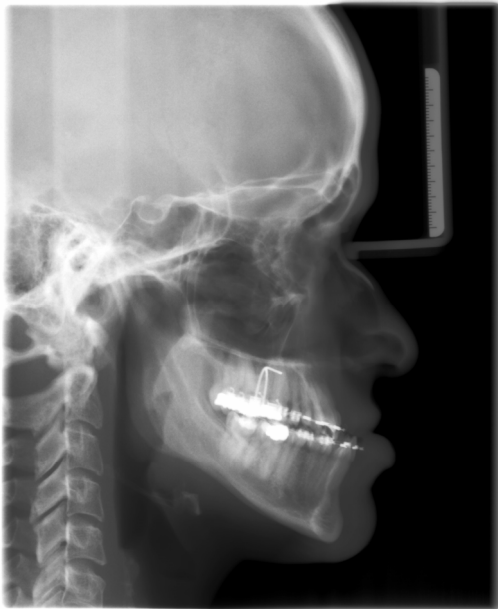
Fernröntgen Progenie
